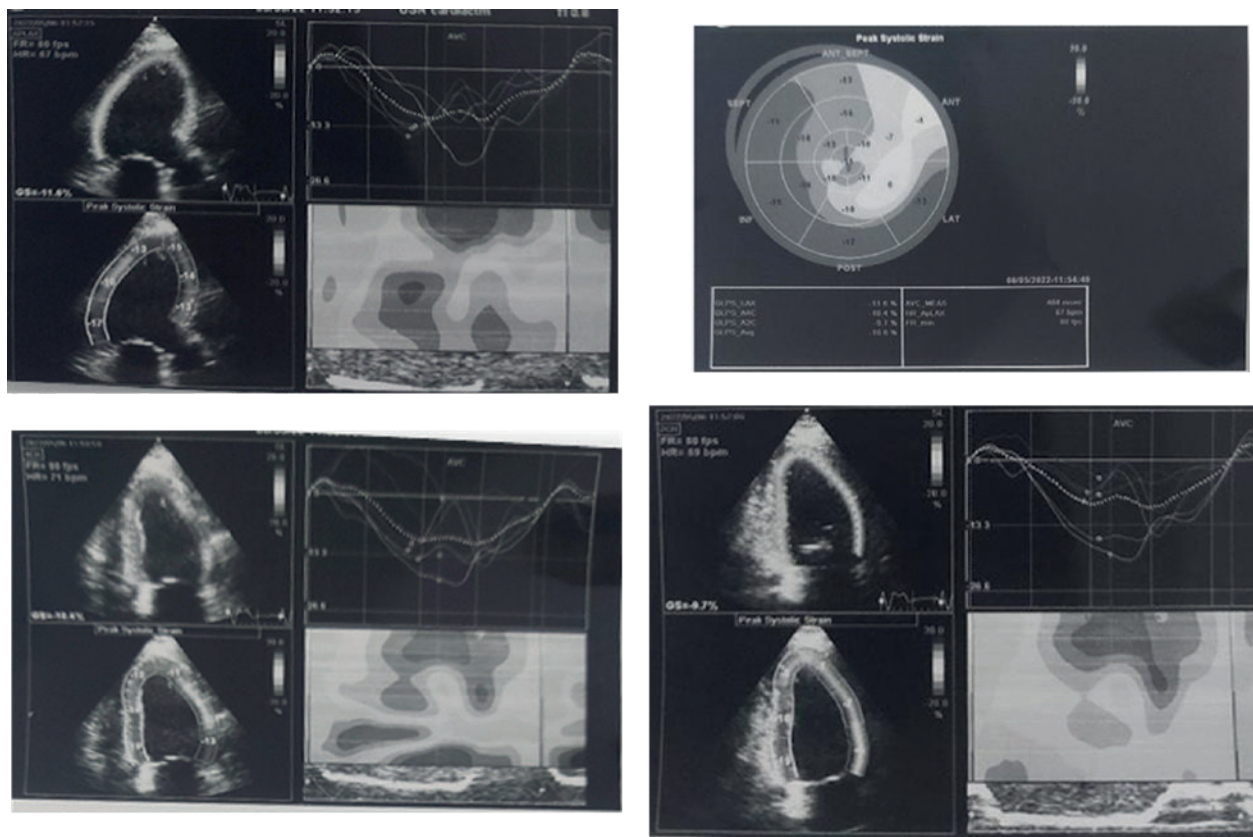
Ecocardiografie speckle tracking – modificări de cinetică parietală preponderent antero-lateral
